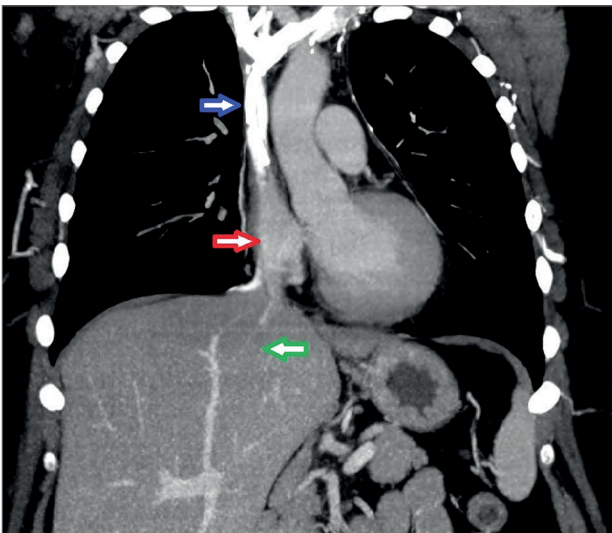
Fase portal da tomografia computadorizada abdominal mostrando trombo subtotal dentro da veia cava inferior (seta vermelha) e um parênquima hepático heterogêneo com hipodensidade, especialmente no lobo esquerdo (seta verde).
